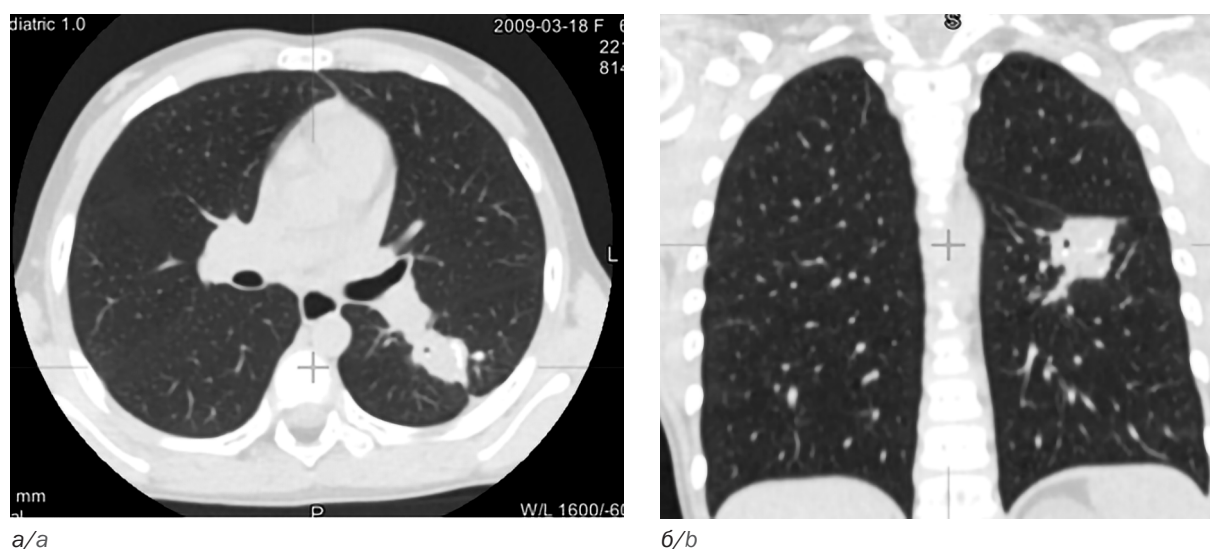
Компьютерная томография девочки И., 6 лет, в начале лечения: а – аксиальная проекция, б – фронтальная проекция
